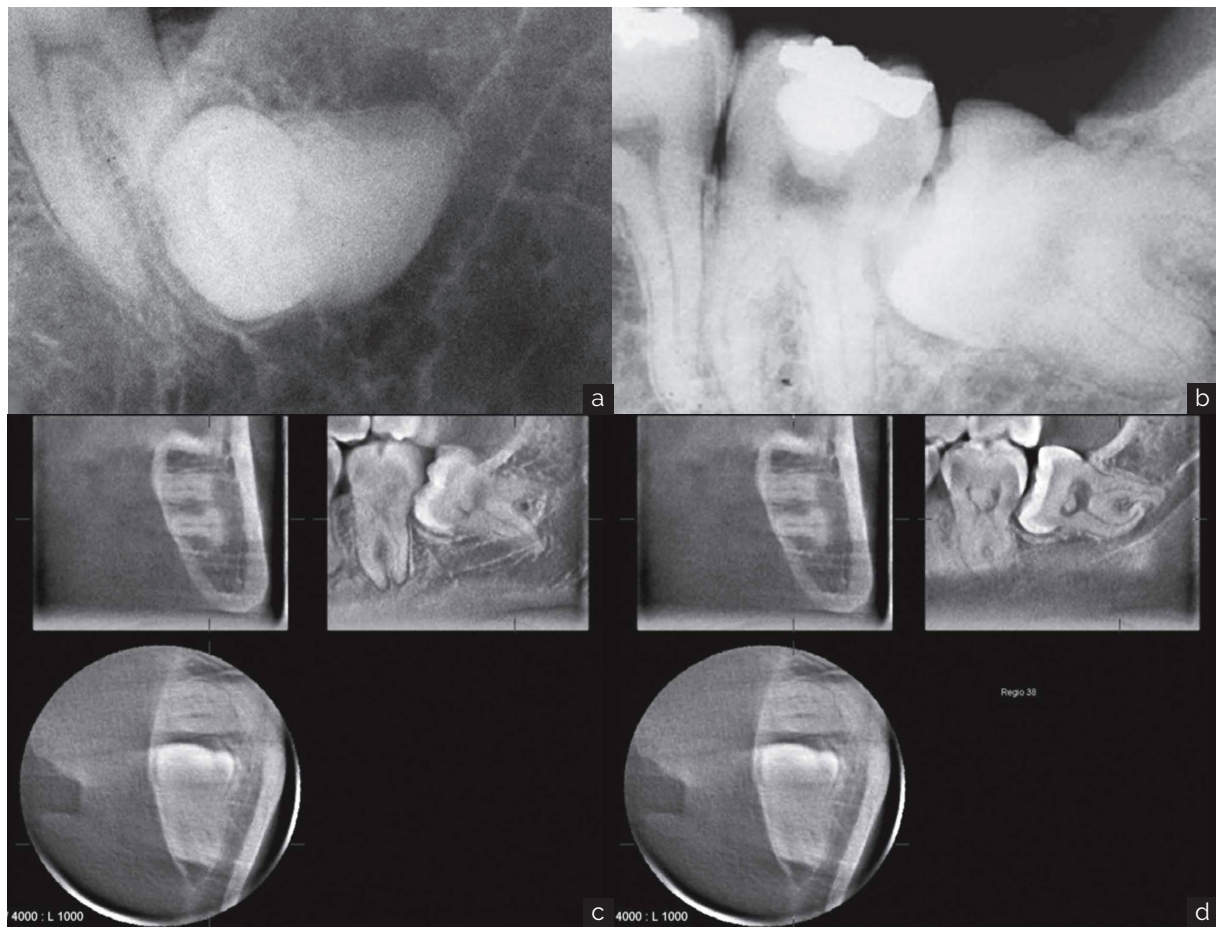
Tercer molar inferior impactado en una posición horizontal y mesioangular. (a) Radiografía periapical tomada con $+10^\circ$ angulación vertical del tubo de rayos X. se observan raíces fusionadas en relación al conducto mandibular. (b) radiografía periapical tomada con $+10^\circ$ angulación vertical del tubo de rayos X. Se observa dos raíces la distal corta y curvada y la mesial cerca al canal mandibular. (c) TC de haz cónico de 1 mm de espesor. Imagen superior izquierda; sección transversal de la mandíbula a través de las raíces. El canal mandibular se ve por debajo de las raíces mesiales, lingual a la raíz vestibular y vestibular a la raíz lingual. La imagen superior derecha es una vista sagital de la pieza vestibular del diente y la raíz mesiovestibular recta. La sección inferior muestra una vista axial de los dientes, que está situado cerca del hueso compacto lingual. (d) Igual que (c), pero la sección se coloca en lingual. La raíz mesio-lingual curva se muestra en la vista sagital.
